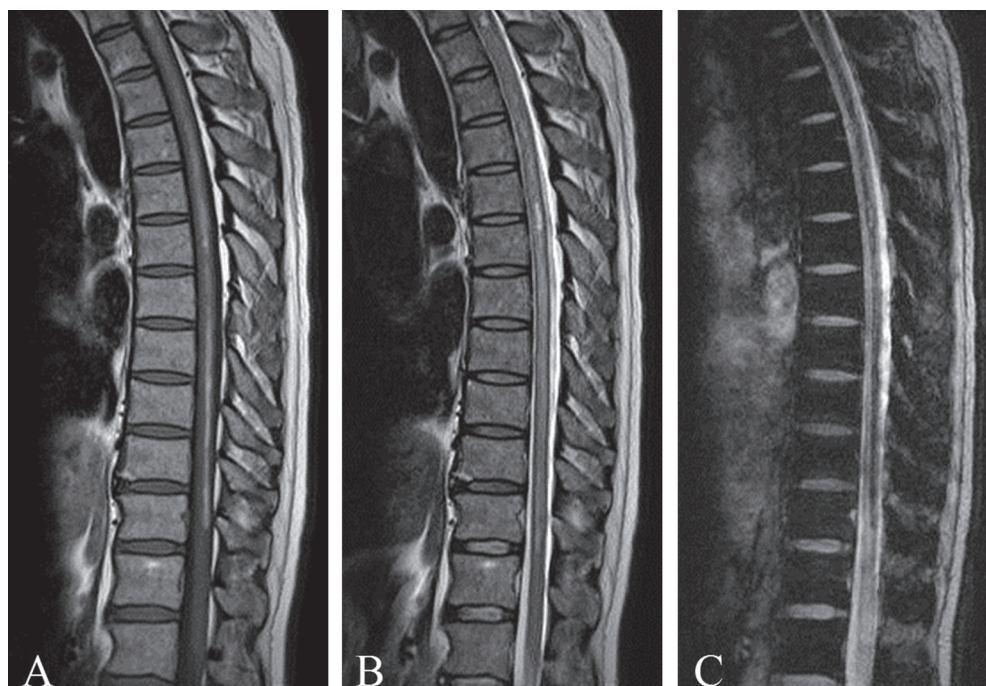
MRI of the thoracic spinal cord on day 20.
